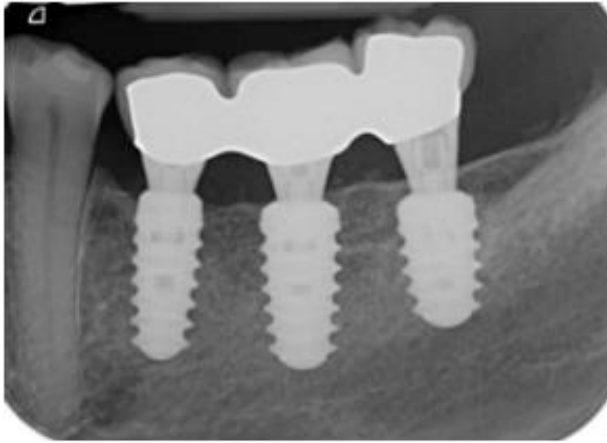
Radiografía post-tratamiento (Grupo A)^[29]
